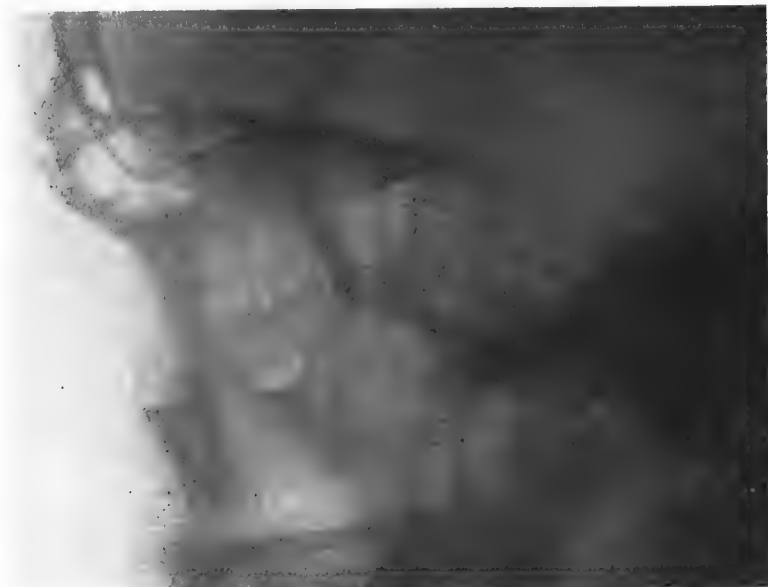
Radiographie de la selle turcique, en forme de ballon, dans un cas typique d'adénome avec hypopituitarisme chez un adulte. Cas favorable pour une opération trans-sphénoïdale.
